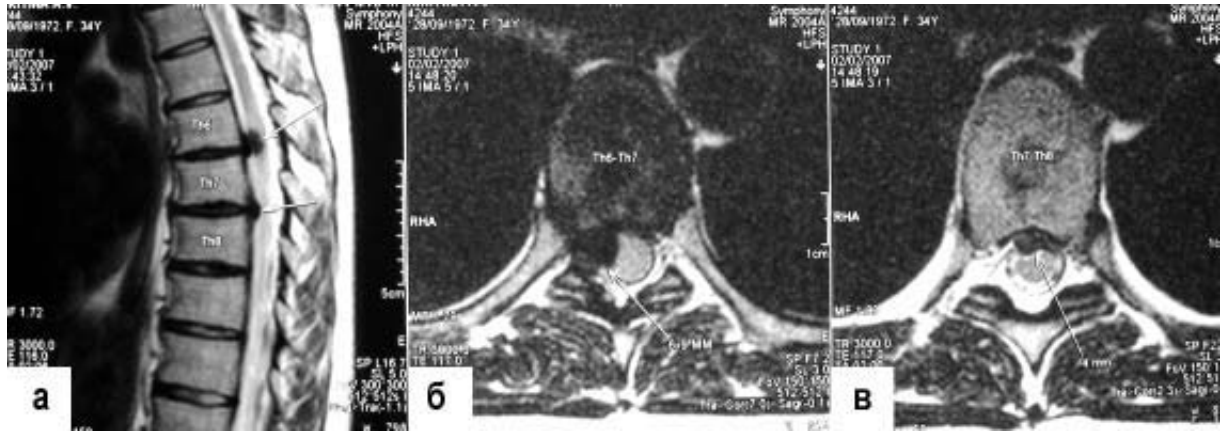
МРТ грудного отдела позвоночника: а – сагиттальная МРТ до операции визуализирует грыжи дисков Т6–7 и Т7–8 сдавливающие спинной мозг; б – аксиальная МРТ до операции визуализирует латеральную грыжу диска Т6–7; в – аксиальная МРТ до операции визуализирует парамедиальную грыжу диска Т7–8;
